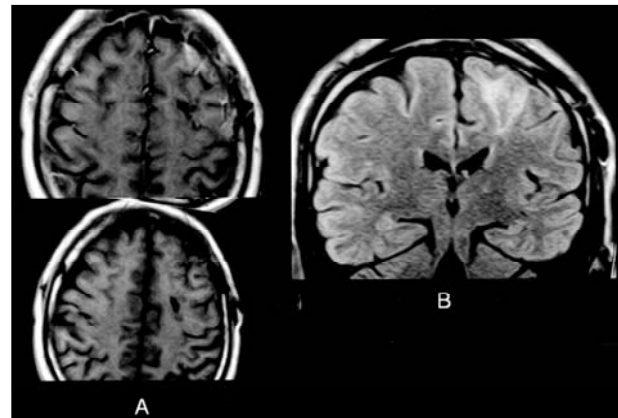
Pós-operatório. Ressonância magnética ponderada em T1 (A) e FLAIR, em corte coronal (B) mostrando ausência de crescimento da lesão 6 meses após tratamento cirúrgico.
